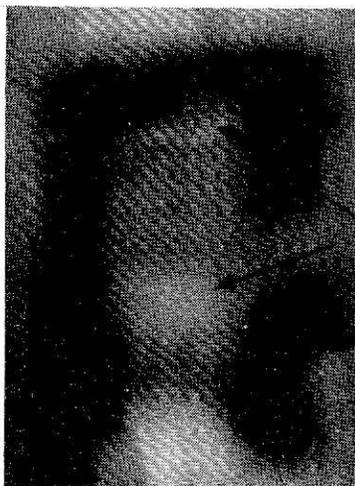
Observación II. Radiografía 1. Imágenes existentes en el momento de la consulta.
